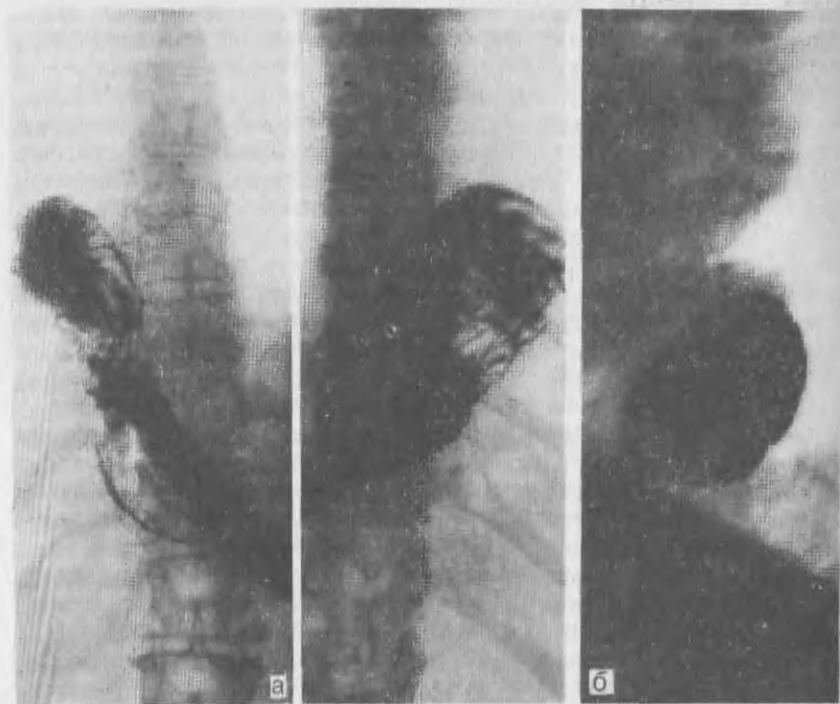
Рентгенограммы в прямой (а) и боковой (б) проекции при грыже пищеводного отверстия диафрагмы.
